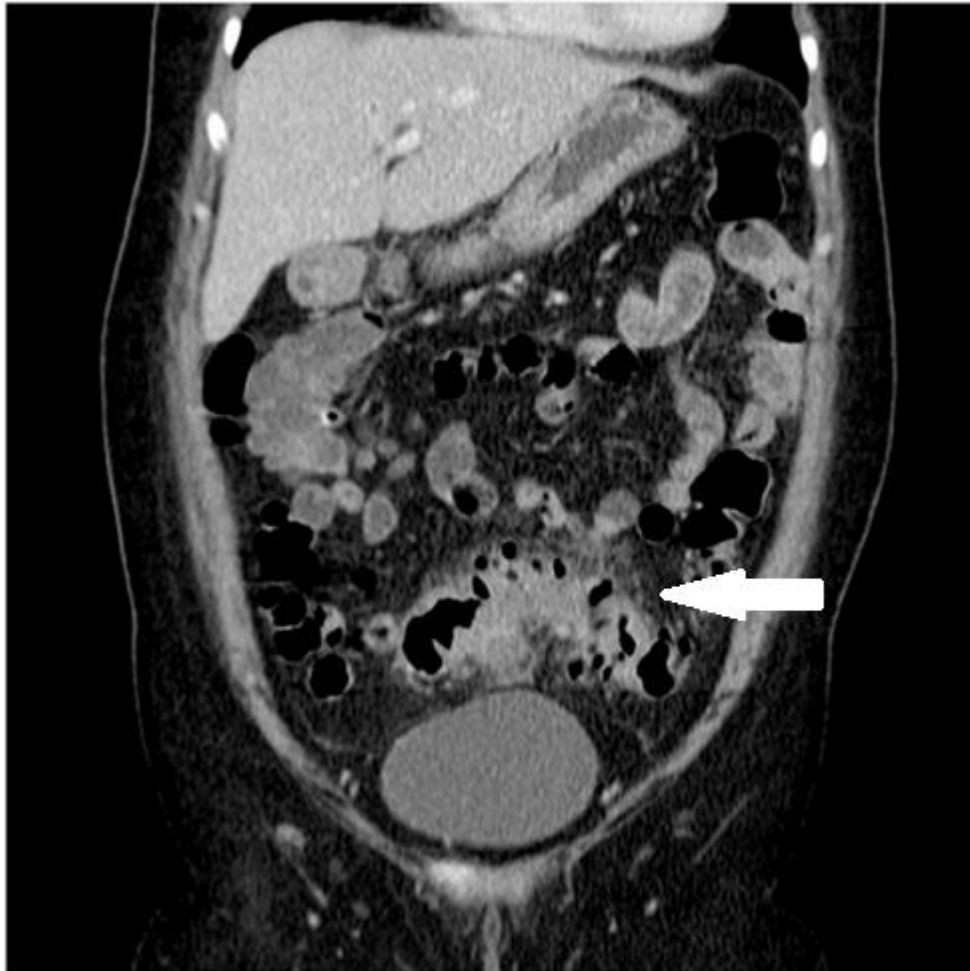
TC no plano coronal demonstrando sinais de diverticulite aguda no cólon sigmóide: divertículos, paredes espessadas e densificação dos planos adiposos.
